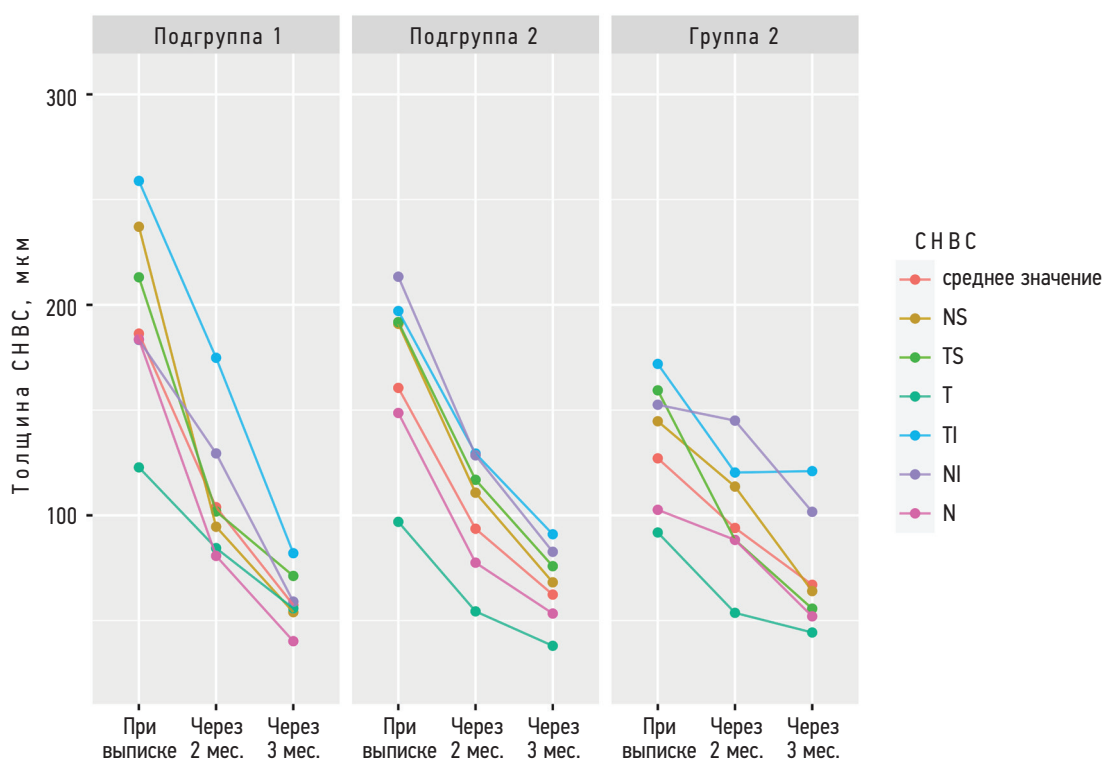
Динамика изменений толщины слоя нервных волокон сетчатки (CHBC) в перипапиллярной зоне по данным оптической когерентной томографии в различные визиты. NS — верхне-носовой сектор, TS — верхне-височный сектор, T — височный сектор, TI — нижне-височный сектор, NI — нижне-носовой сектор, N — носовой сектор
